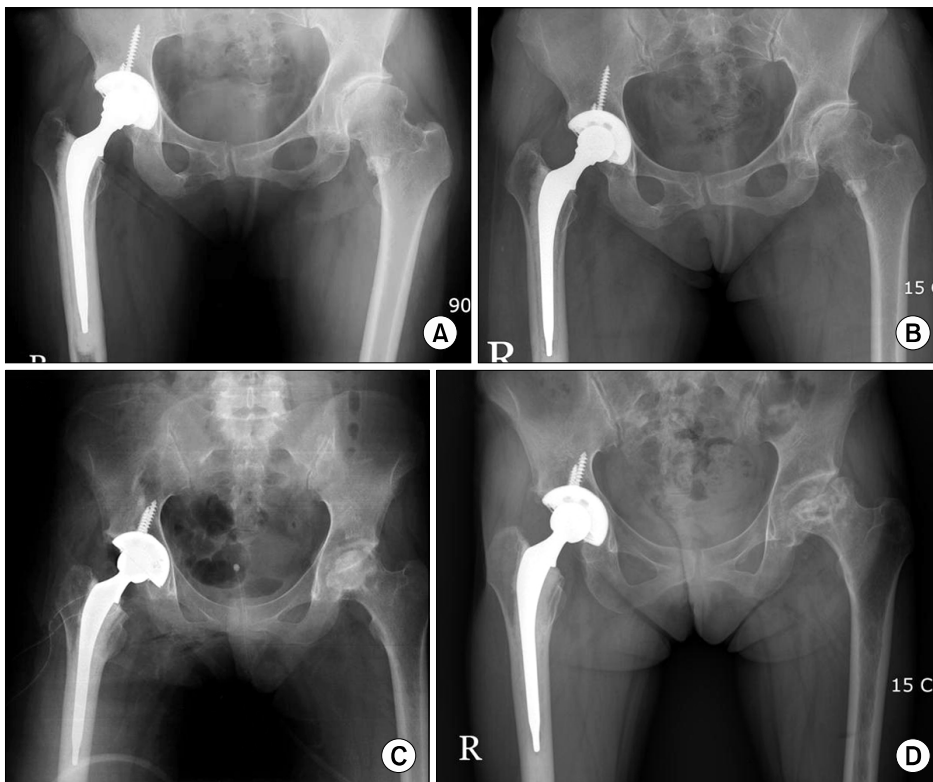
Cases of stress shielding grade 1 & 2. (A, B) postoperative AP radiograph of a 55-year-old female patient with grade 1 stress shielding and the 41 month follow up AP radiograph. (C), (D) postoperative AP radiograph of a 41-year-old female patient with grade II stress shielding and 31 month follow up AP radiograph.
